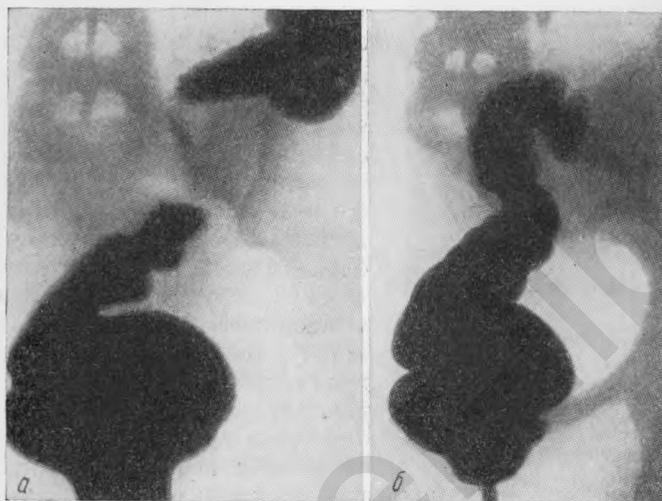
Рентгенограммы сигмовидной кишки при сигмоидите и перисигмоидите (по Д. М. Абдурасулову).
